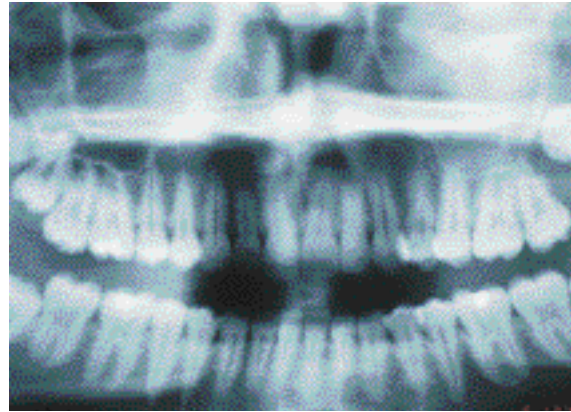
Orthopantomogramme, inclusion de 28 dans le sinus maxillaire.
